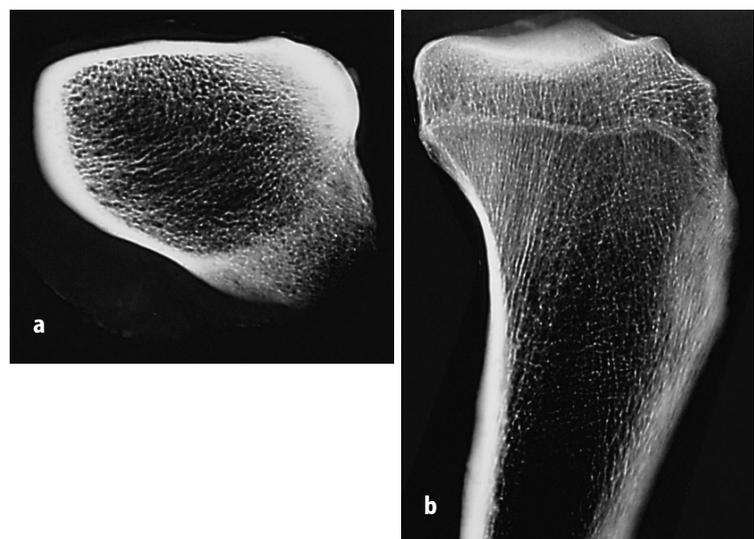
a, b ▲ Hartstrahlradiographie von Knochenschnitten der proximalen Tibia zur Demonstration der Struktur des Tibiakopfes. a Querschnitt durch eine rechte proximale Tibia, von proximal her betrachtet: die Kortikalis ist dorsomedial (im Bild links) und anterior (im Bild oben) kräftig, lateral dagegen nur sehr dünn. b der Sagittalschnitt des medialen Tibiakopfes zeigt gut die kräftige posteromediale Kortikalis der proximalen Tibia und die hier abgestützten, zur Gelenkfläche aufsteigenden Drucktrabekel
